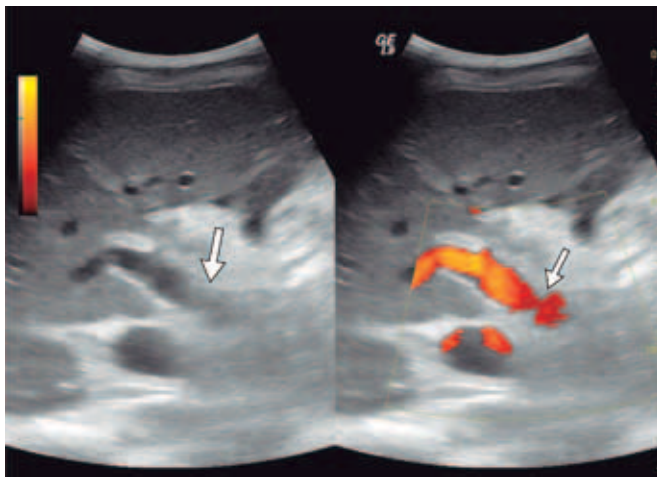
Imagen de Doppler poder de la vena porta principal. La flecha indica el sitio de anastomosis vascular. Nótese el cambio focal de calibre.
